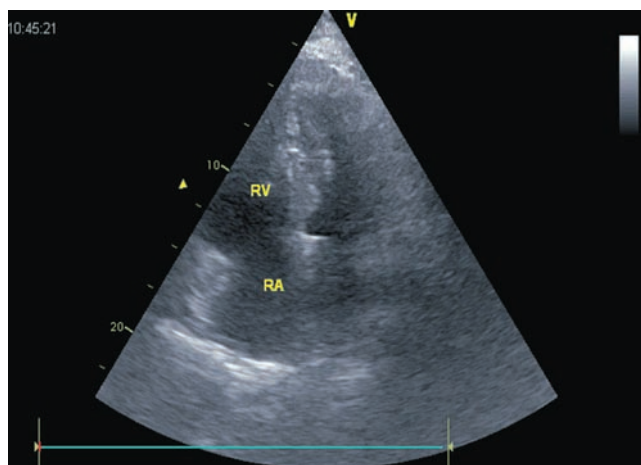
Данные эхокардиографии (парастеральная позиция): признаки дилатации и истончение стенки правого желудочка
